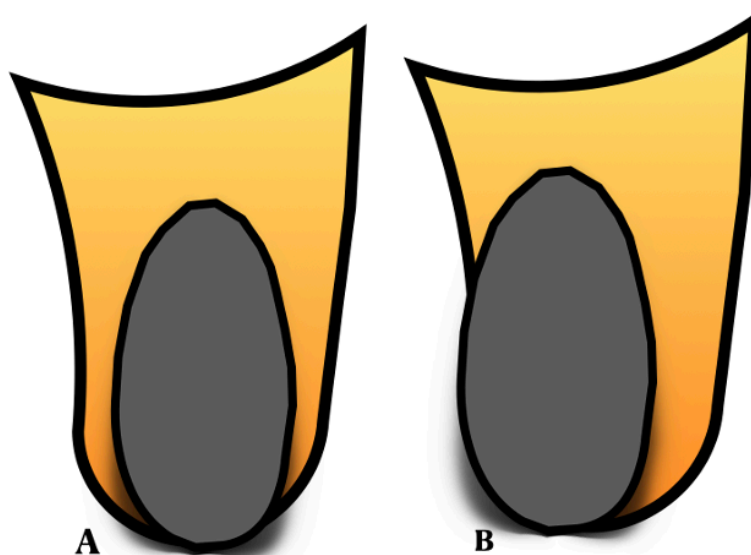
Ilustración de TC reformateada coronal de una TEP aguda con expansión del diámetro del vaso afectado distal al punto de obstrucción.
